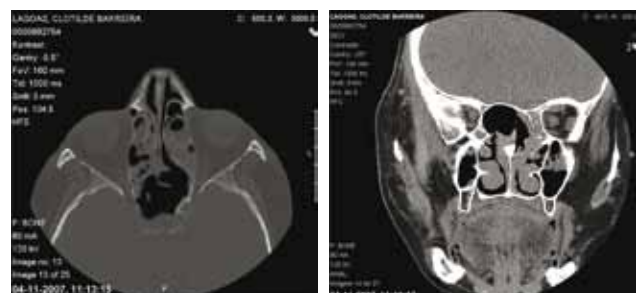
Cortes axial e coronal de TC de controlo, no 10º dia pós-operatório, mostram o seio esfenoidal transparente, com uma ampla abertura.
